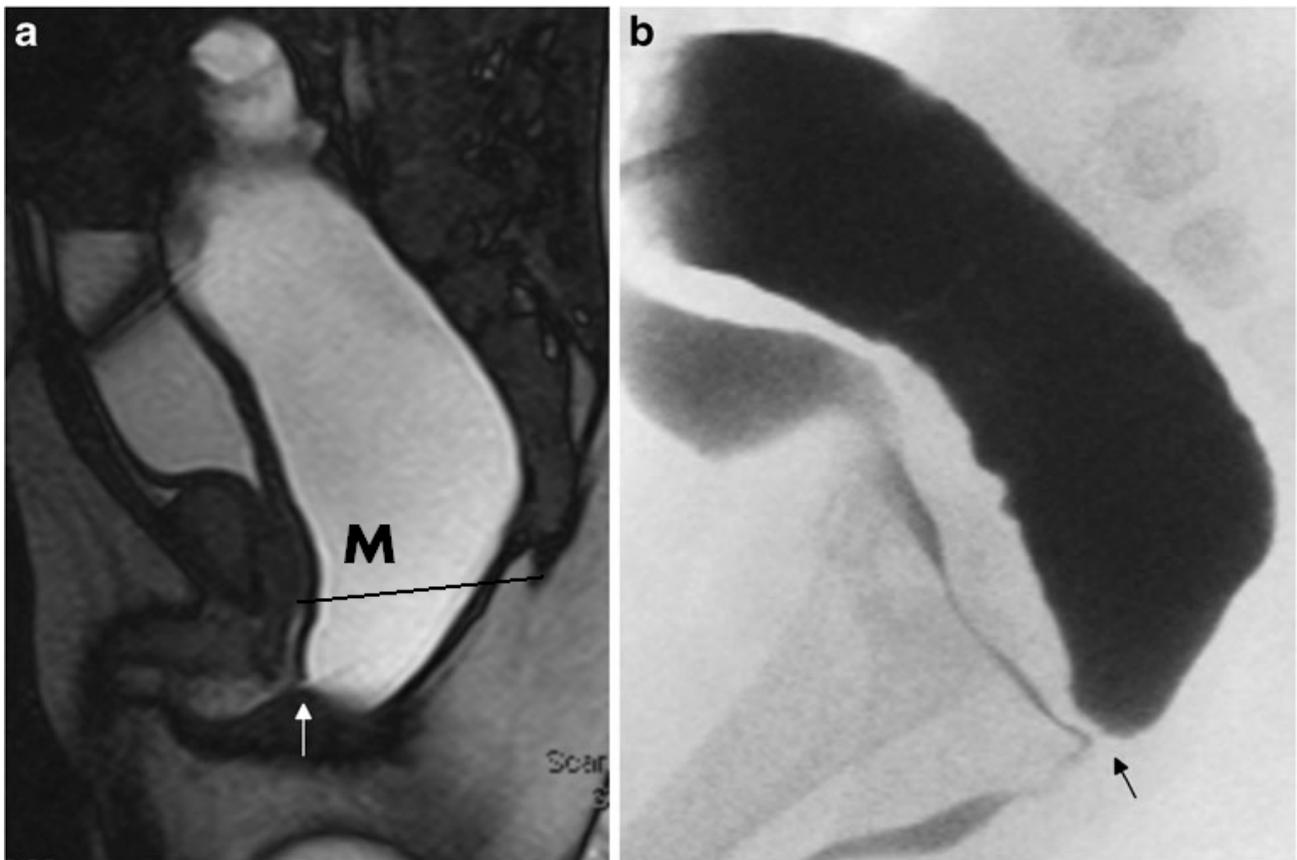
Исследование Alves с соавторами. МРТ и флюороскопическая фистулография через колостому [33]. Стрелками показан уретральный свищ. На снимке МРТ нами проведена линия между нижним контуром лобковой кости и копчиком (Р-С линия). Кишка, расположенная каудальнее этой линии, представляет собой раскрытый анальный канал, что без сомнения свидетельствует о низком типе АРА.
